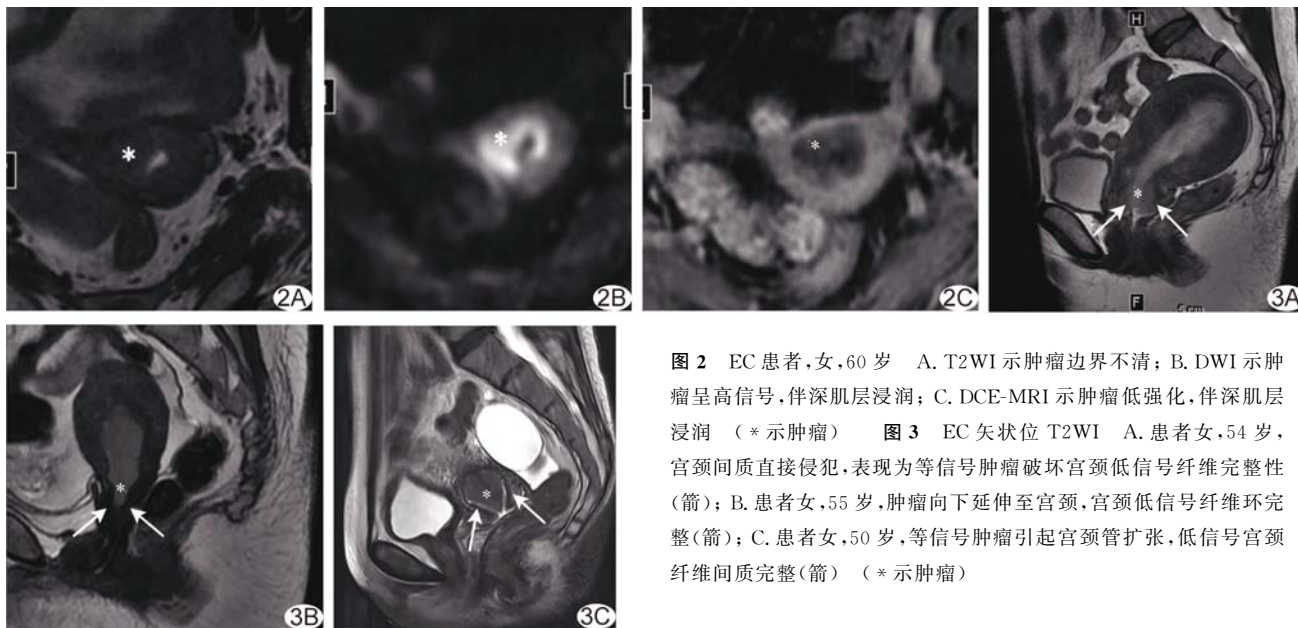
EC 患者,女,60 岁 A. T2WI 示肿瘤边界不清; B. DWI 示肿瘤呈高信号,伴深肌层浸润; C. DCE-MRI 示肿瘤低强化,伴深肌层浸润 (* 示肿瘤) 图 3 EC 矢状位 T2WI A. 患者女,54 岁,宫颈间质直接侵犯,表现为等信号肿瘤破坏宫颈低信号纤维完整性(箭); B. 患者女,55 岁,肿瘤向下延伸至宫颈,宫颈低信号纤维环完整(箭); C. 患者女,50 岁,等信号肿瘤引起宫颈管扩张,低信号宫颈纤维间质完整(箭) (* 示肿瘤)
